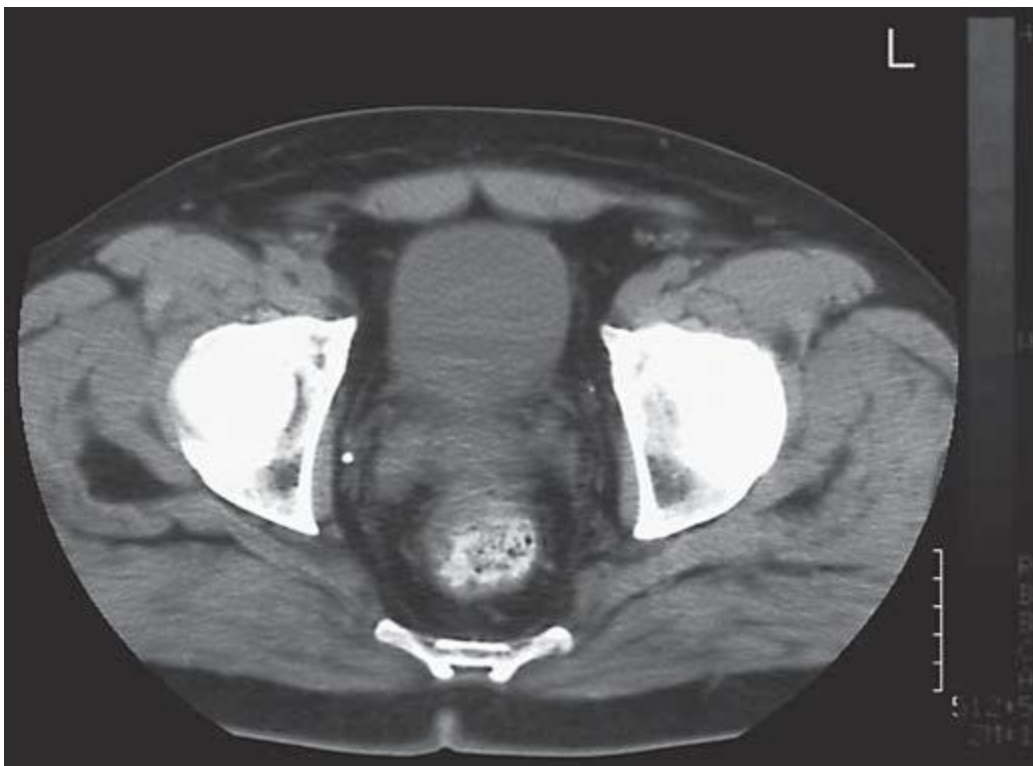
TAC para estadiaje
